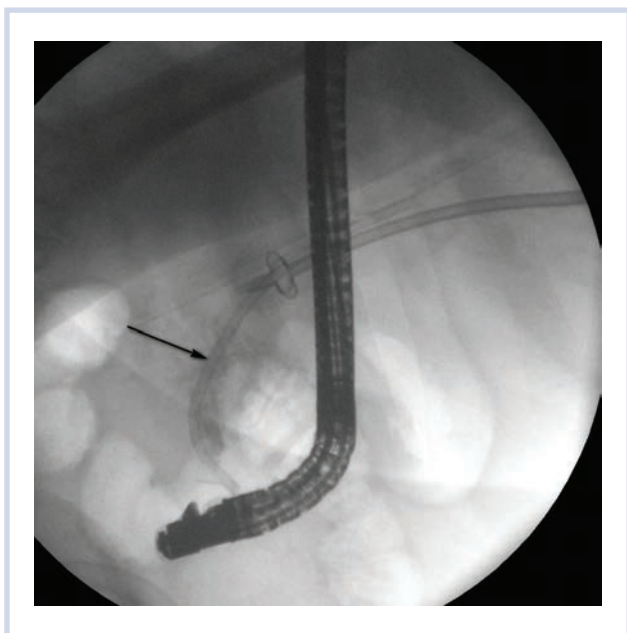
Ретроградная установка пластикового билиарного стента (указан стрелкой) при оставленной контрольной наружной холангиостоме (рентгенологическая картина).
